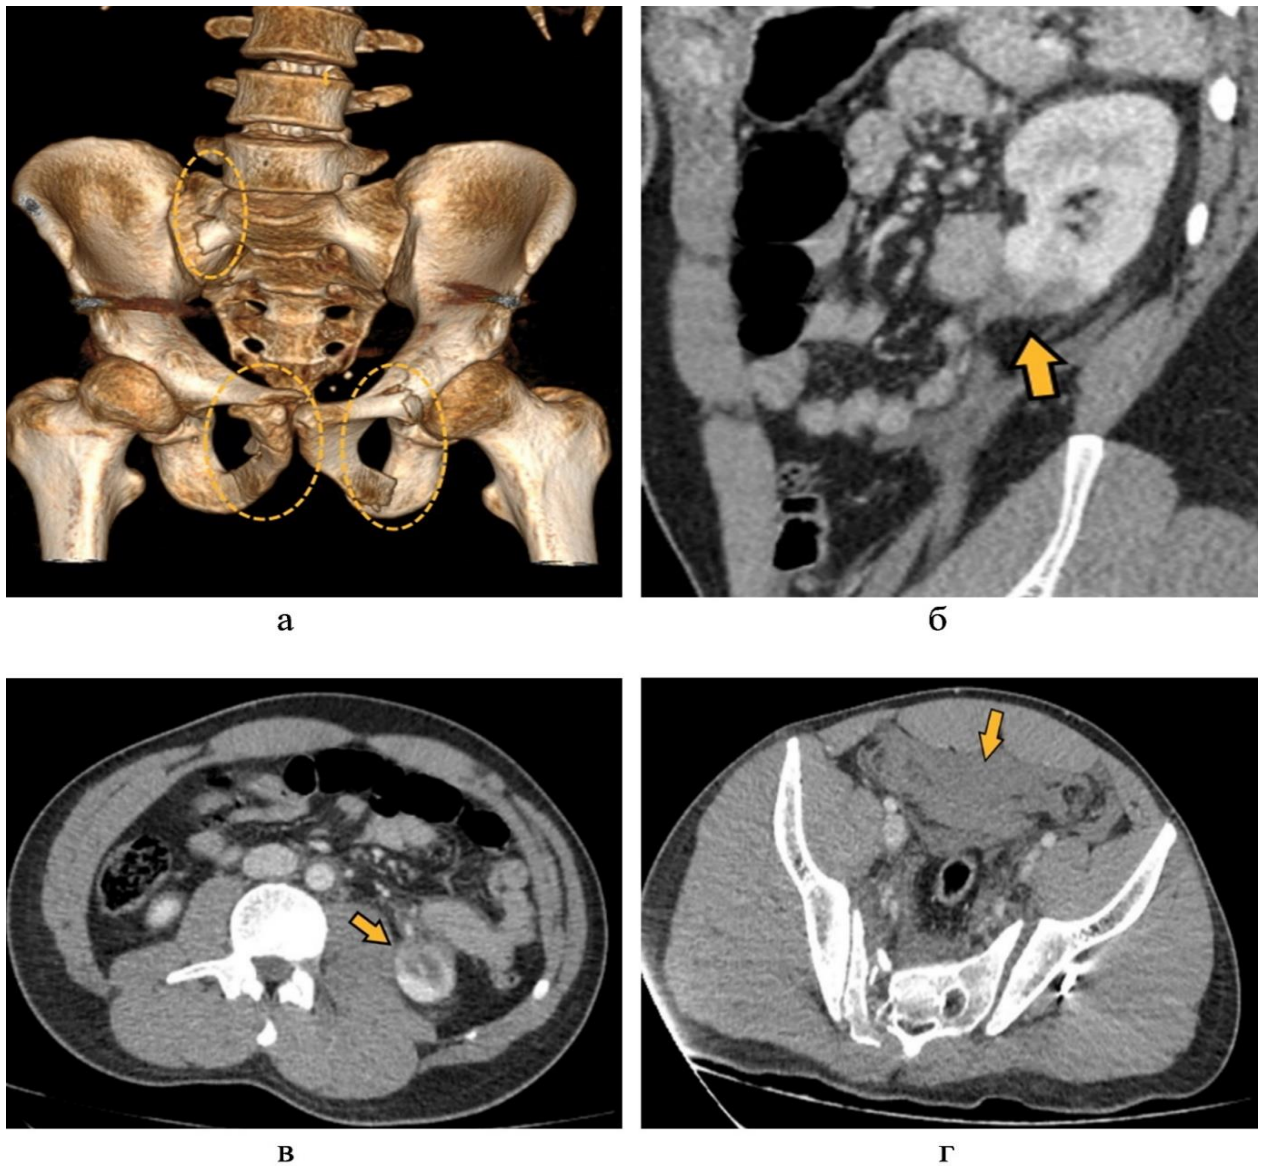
МСК-томограммы с внутривенным контрастным усилением, нефрографическая фаза (3D –и мультипланарные реконструкции) пациента Ш., 24 года, с сочетанной травмой (на 3–е сутки после травмы). Определяются множественные переломы костей таза (а) (пунктирные линии), разрыв паренхимы нижнего полюса левой почки и формированием периренальной гематомы (б, в), распространяющейся в виде пропитывания в малый таз (г)
